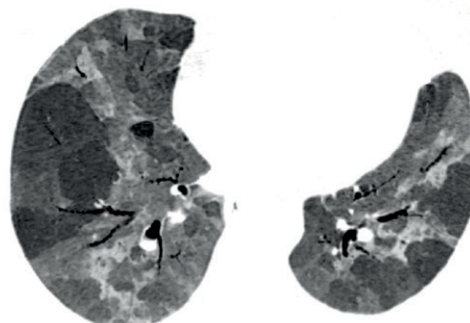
Paciente com pneumonite de hipersensibilidade. TC plano axial (A) e reconstrução MinIP (B) demonstram padrão da tripla densidade caracterizada por áreas alternadas de vidro fosco, aprisionamento aéreo e parênquima normal (setas).
